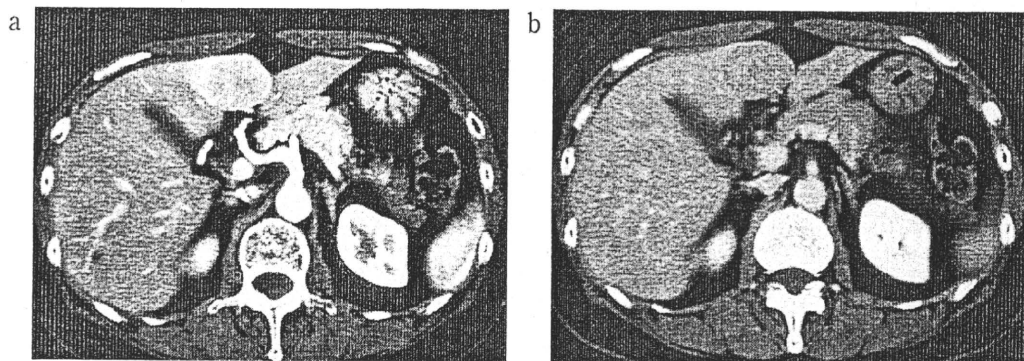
a : Enhanced CT scan in the early phase shows high density of the lesion, but the lesion center is low density.
